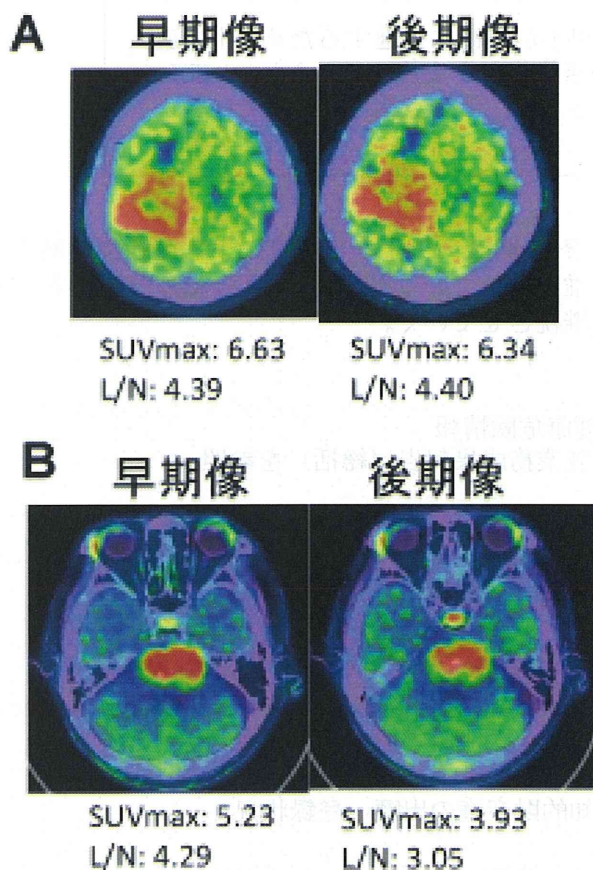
メチオニンPETの早期像および後期像の例。
